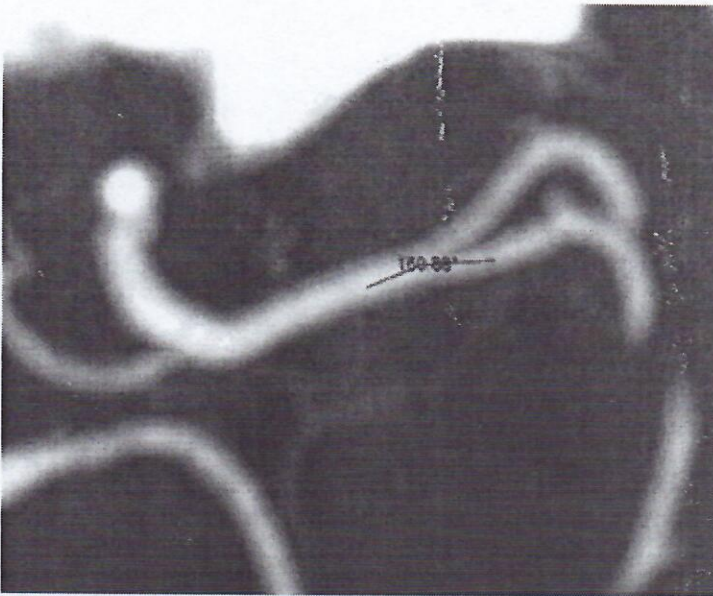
Ejemplo de medición de ángulo de la bifurcación del segmento M1 en las ramas corta y larga de M2 en angiotomografía de cráneo con reconstrucción en proyección de máxima intensidad a nivel de la cisura lateral.
